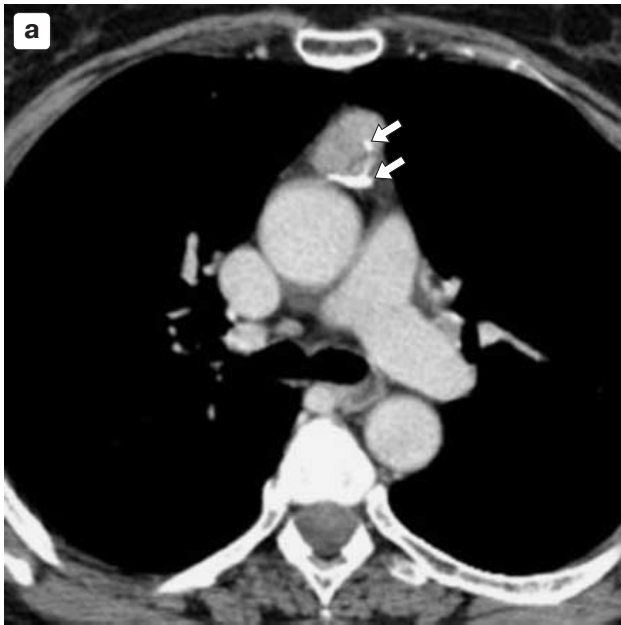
КТ переднего средостения. Неоднородная структура объемных образований ВЖ: а – кальцинаты по периферии образования (стрелки); б – полость распада неправильной формы (*) в центре опухоли.
